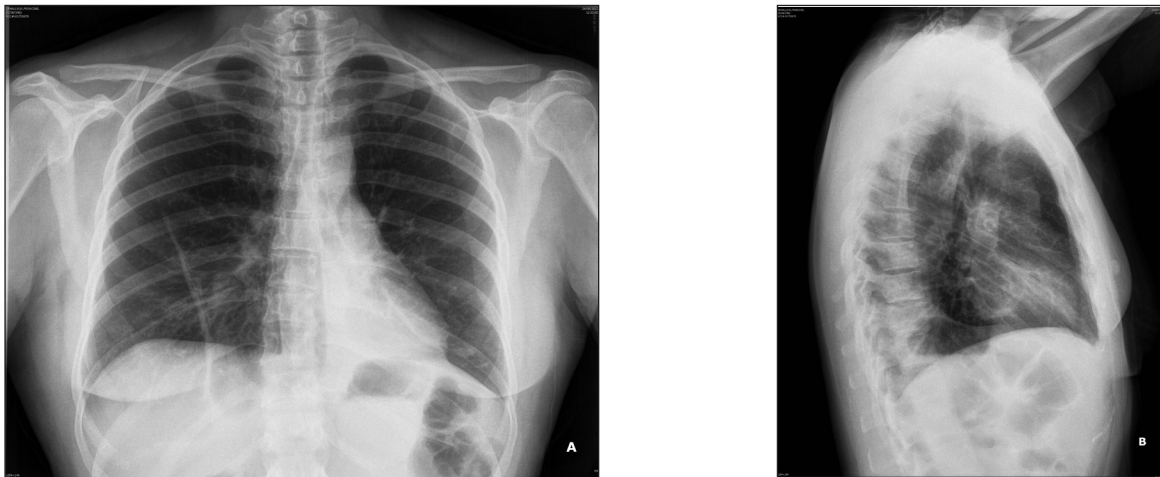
A, B. Radiographie thoracique de la patiente. A l'admission, foyer de condensation postéro-basale gauche. Condensation parenchymateuse en bande à la base droite. Epaissement diffus des parois bronchiques.
